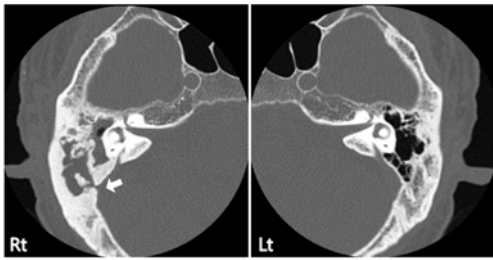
Right Axial CT scans of the temporal bone show abnormal soft-tissue attenuation in the right mastoid air cells with erosion of the sigmoid plate (arrows).
